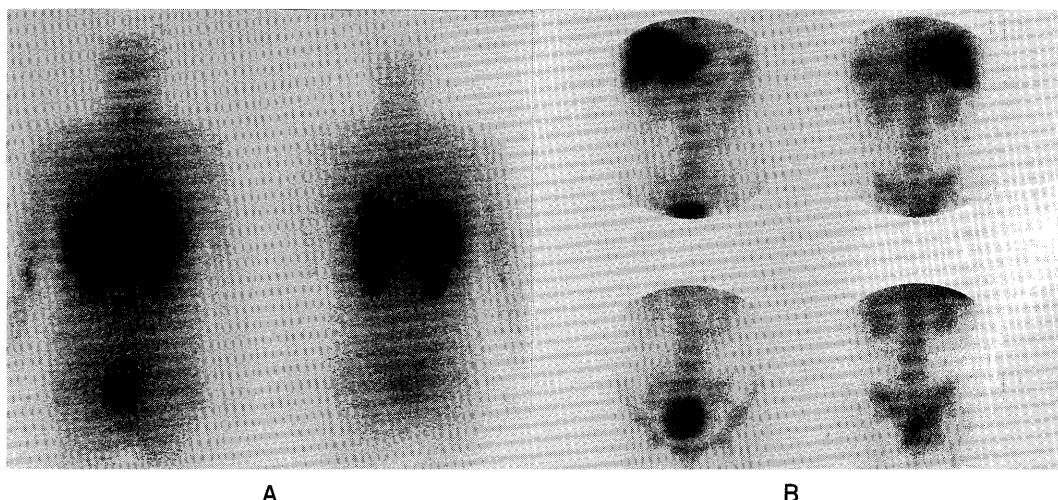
^{201}Tl scintigram (A) and ^{67}Ga scintigram (B) show a focal intense uptake in the pelvis.
